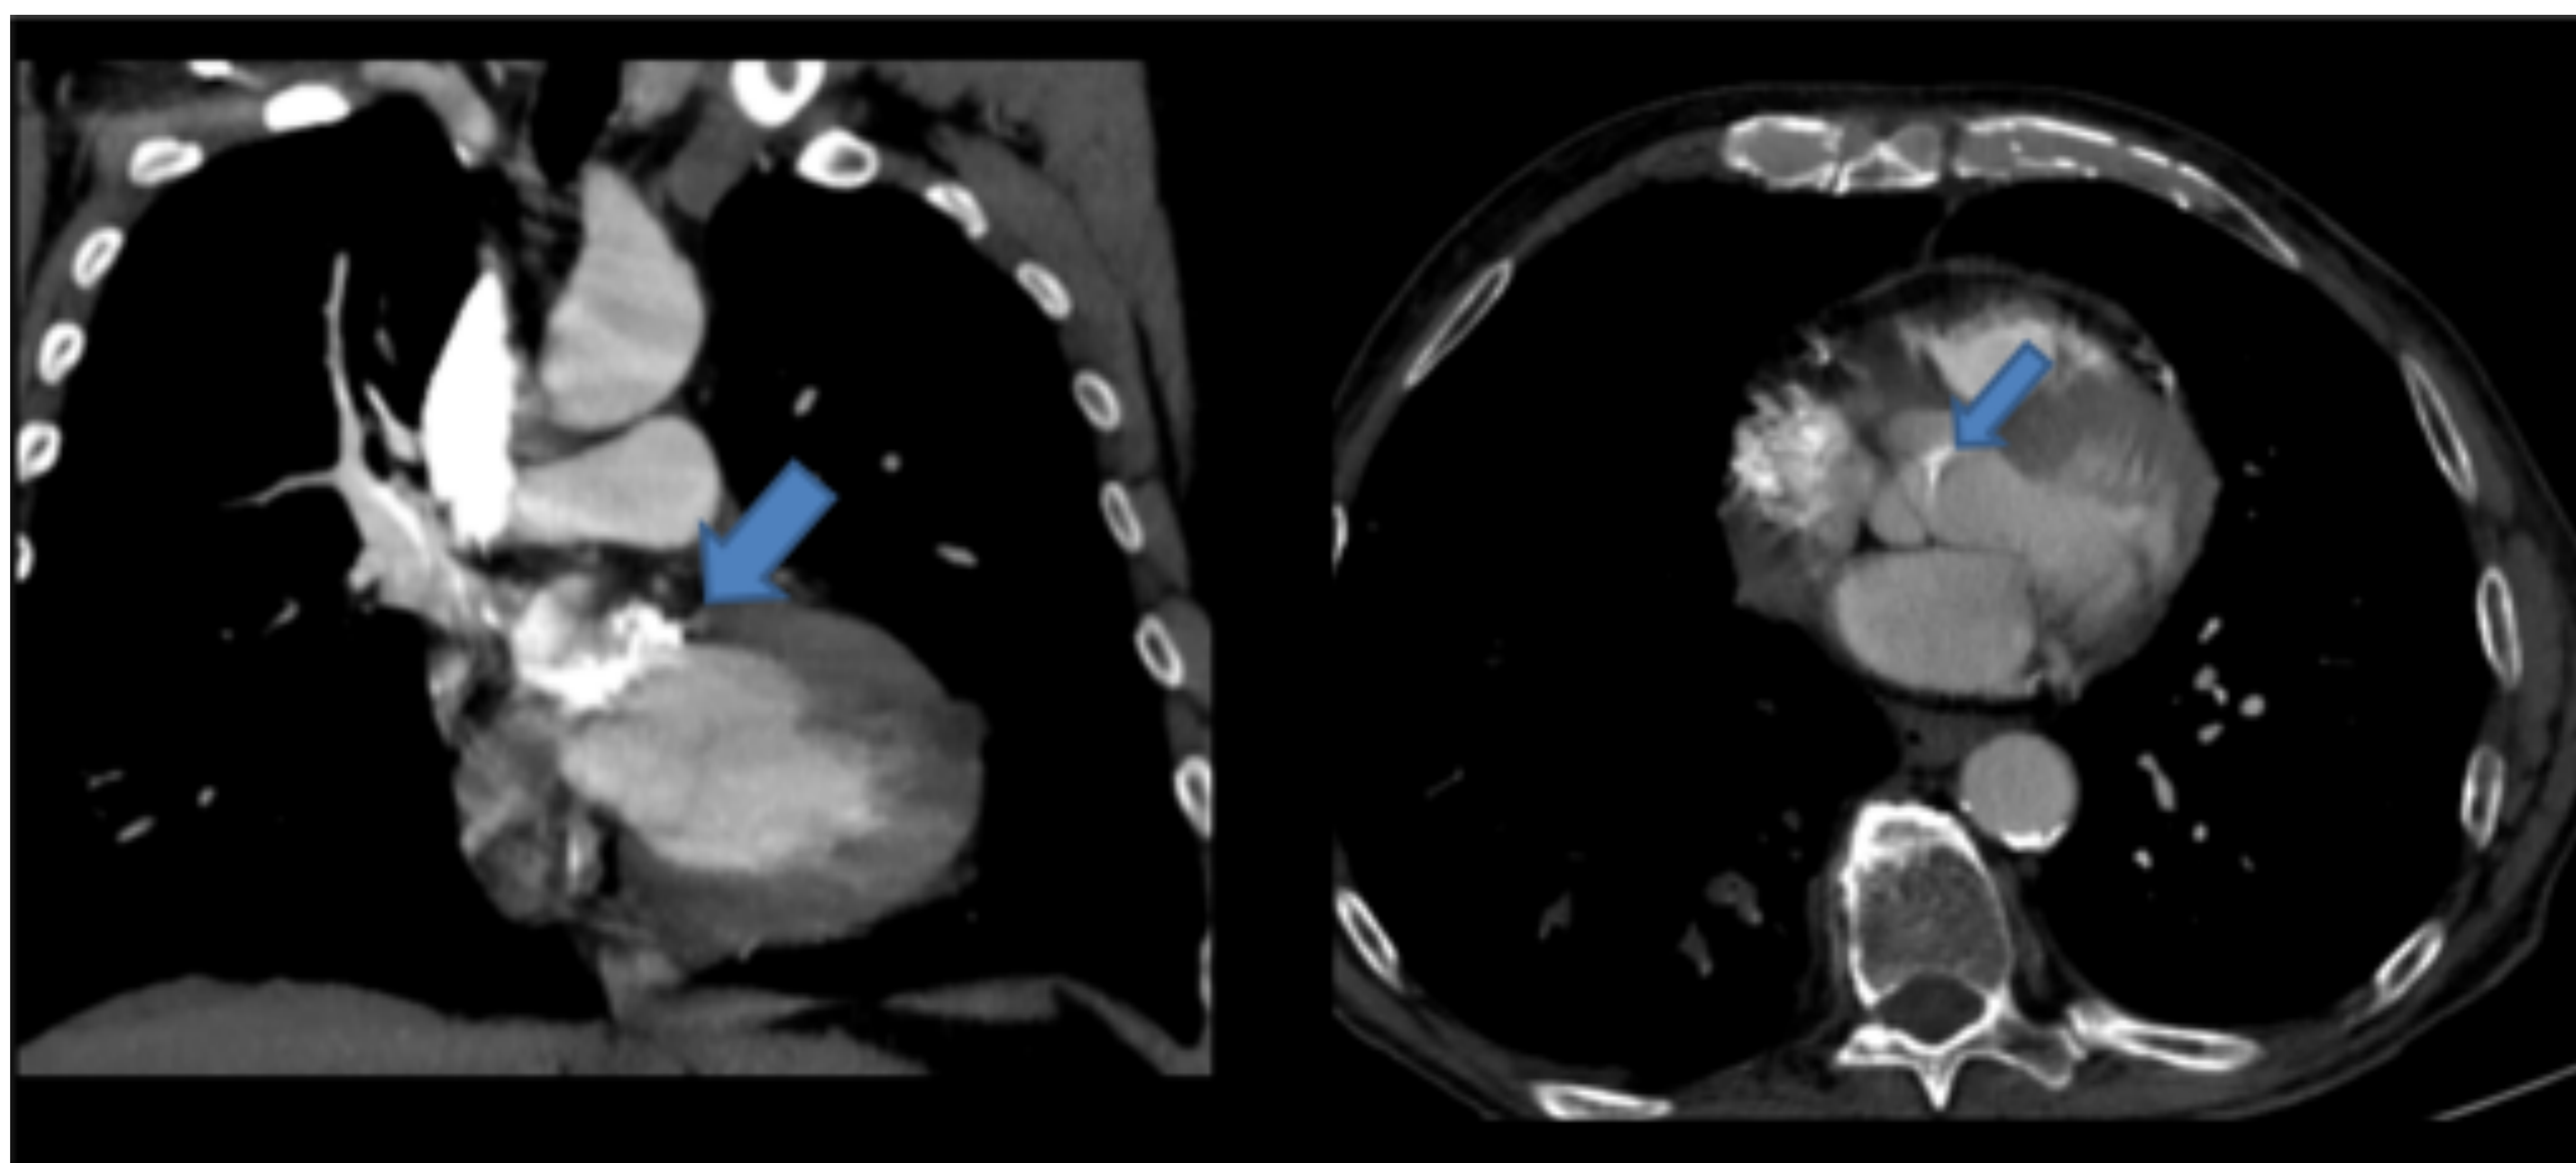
TC de tórax con CIV (coronal y axial) Calcificaciones en seno coronario y válvula aórtica.
